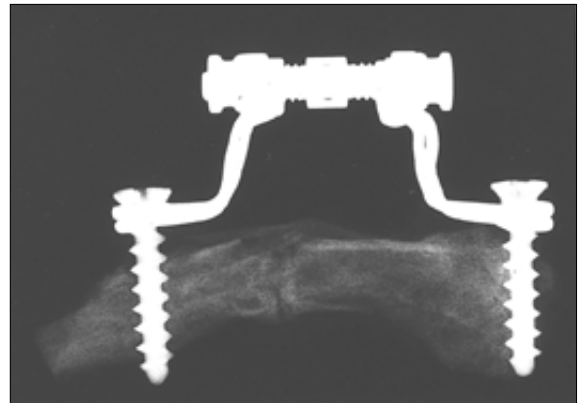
Radiographic findings at 8 weeks in 0.5mm group.
